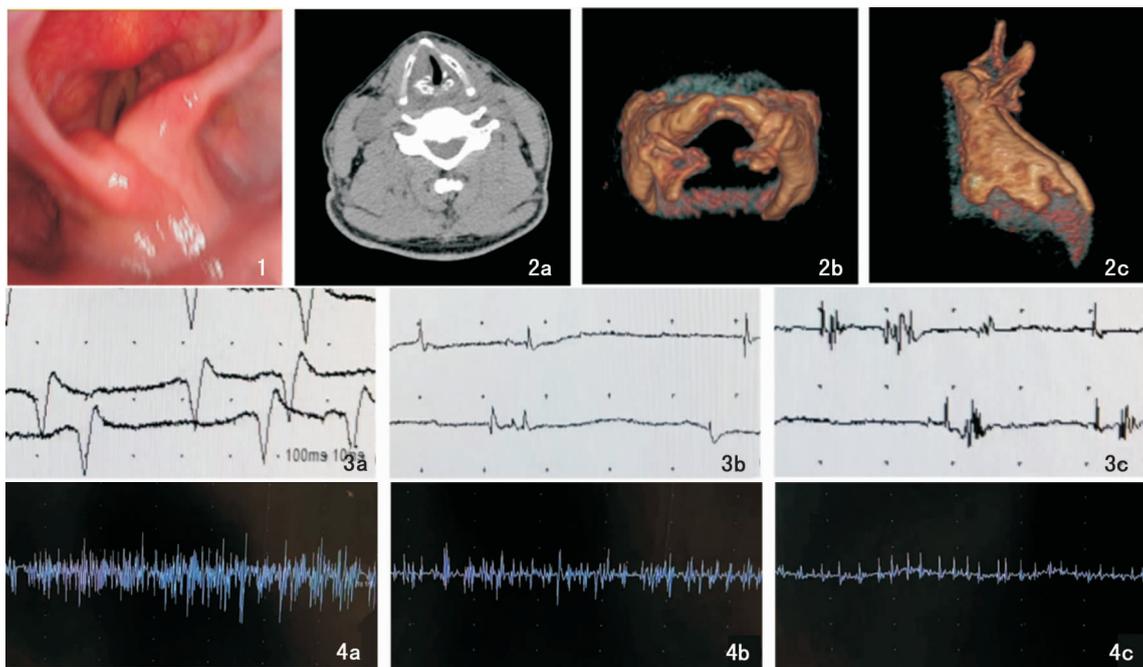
典型病例频闪喉镜检查示左侧环杓关节后外侧脱位 图 2 喉部 CT 检查 2a:声带发声相时左侧声带固定在旁正中位,环甲关节间隙增宽;2b、c:喉部 CT 重建示左侧环杓关节后外侧脱位 图 3 异常 LEMG 3a:正锐波;3b:纤颤波;3c:再生电位 图 4 LEMG 募集相 4a:干扰相;4b:混合相;4c:单纯相 注:LEMG(喉肌电图)。
